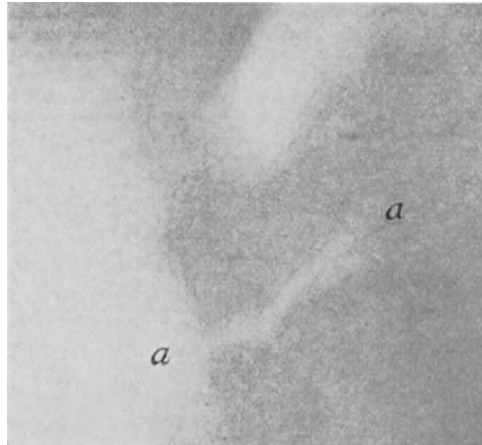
a. Schildknorpelbruch durch Muskelzug (Nießanfall). Röntgenbild.
